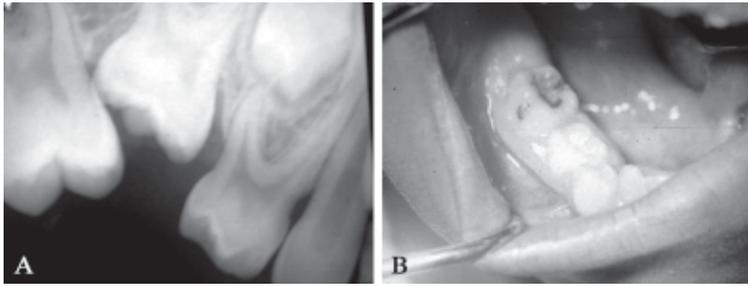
A: radiografía periapical de pérdida de espacio por inclinación mesial del primer molar superior permanente sobre el segundo molar temporal superior anquilosado. B: anquilosis del segundo molar temporal inferior.
